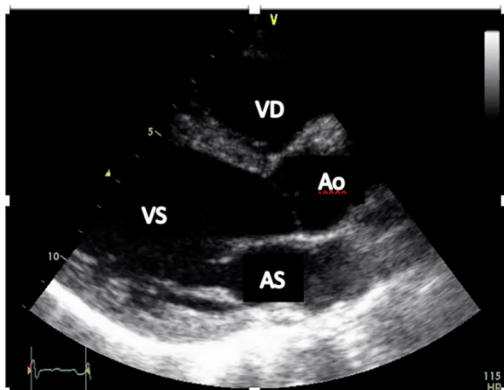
Incidență parasternală ax lung; VS – ventricul stâng, AS – atriu stâng, VD – ventricul drept, Ao - aortă
